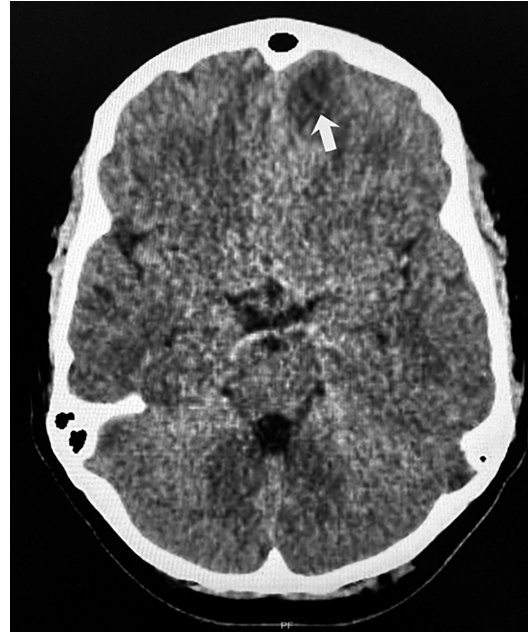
Tomografía de cráneo, corte axial. Se evidencia zona focal hipodensa frontobasal izquierda (flecha) con aspecto de edema vasogénico, sugestiva de compromiso inflamatorio del parénquima cerebral.
